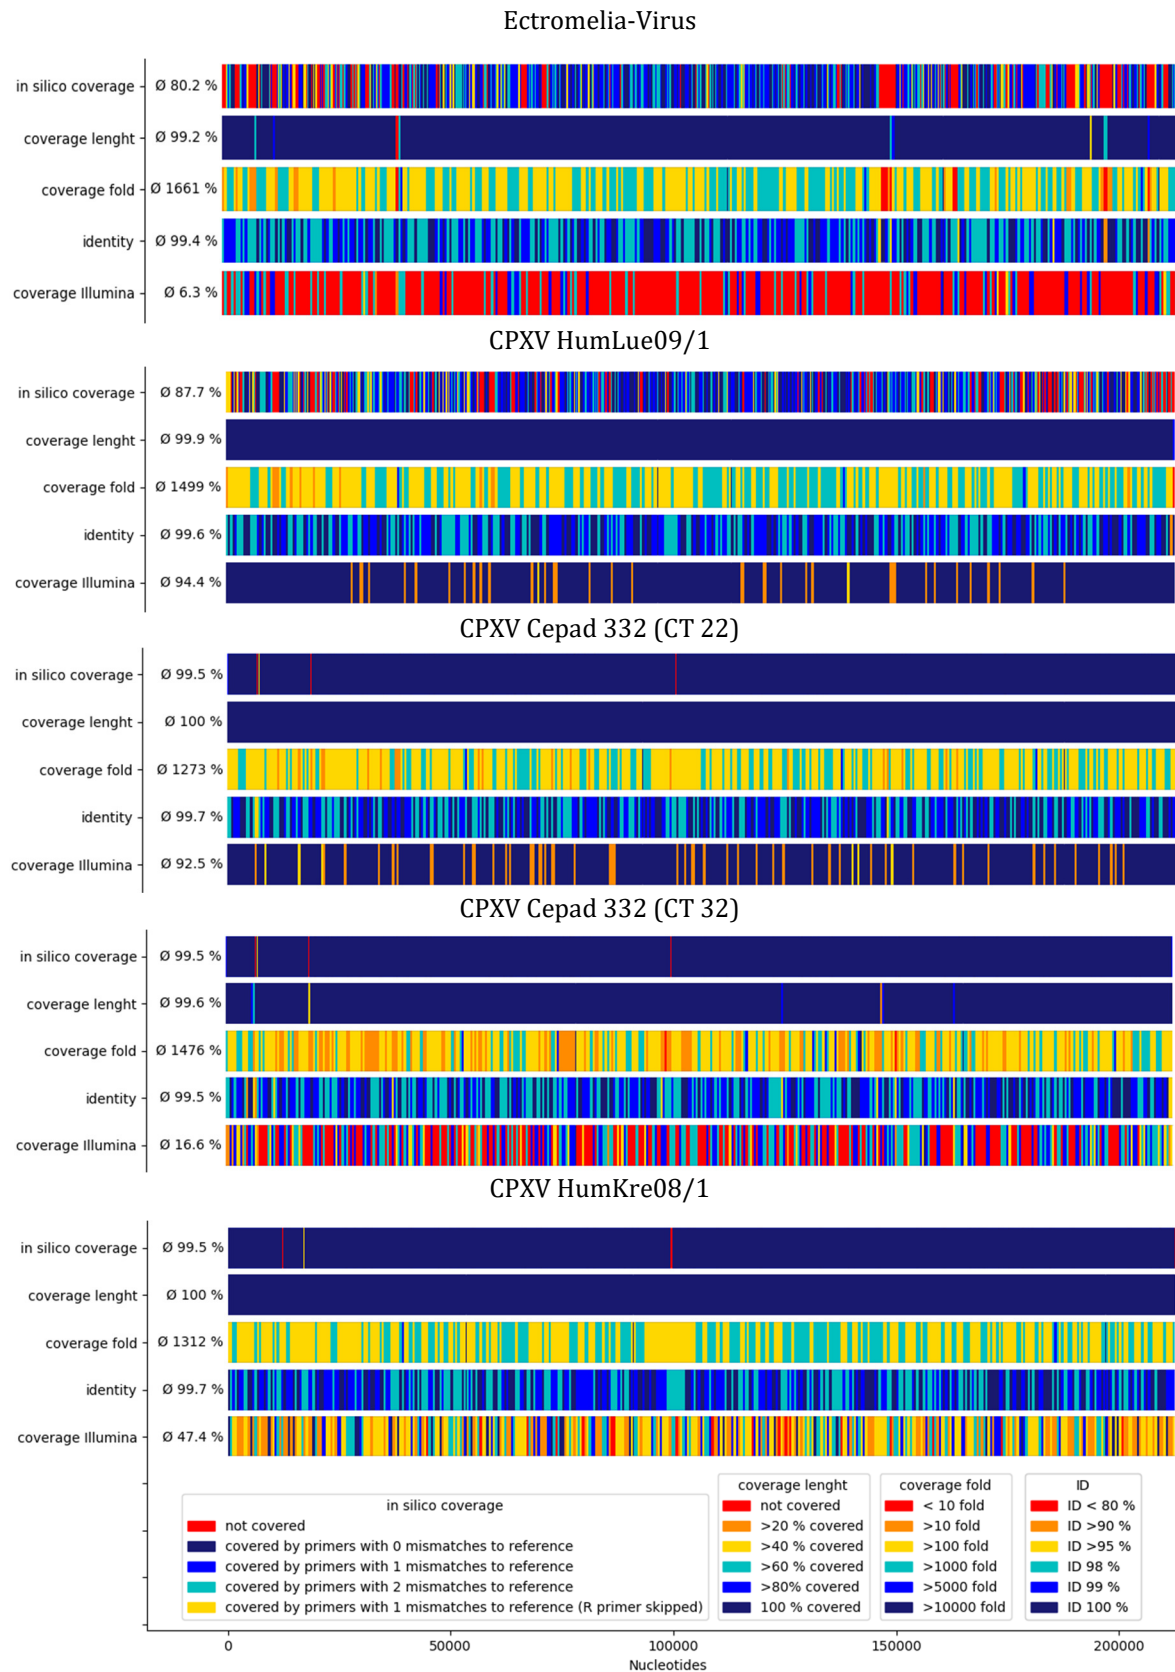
In silico coverage*, Abdeckung über das gesamte Genom (*coverage length*), die Tiefe der Abdeckung (*coverage fold*), die Nukleotid-Identität (*identity*) und die Illumina-coverage von Ectromelia-Virus, CPXV HumLue, CPXV Cepad (CT 22), CPXV Cepad (CT 32) und CPXV HumKre08/1.
